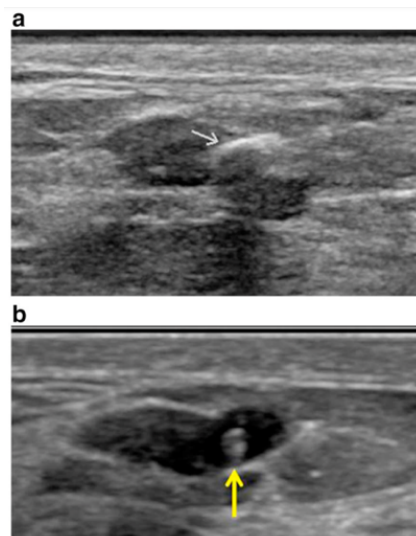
a. Visualizzazione ecografica di una clip di titanio incapsulato in idrogel al momento della sua applicazione, si mostra come una struttura ecogena regolare. b. Visualizzazione ecografica della medesima clip dopo 11 mesi, l'idrogel appare come una massa ovale anecogena che circonda la componente di titanio iperecogena
